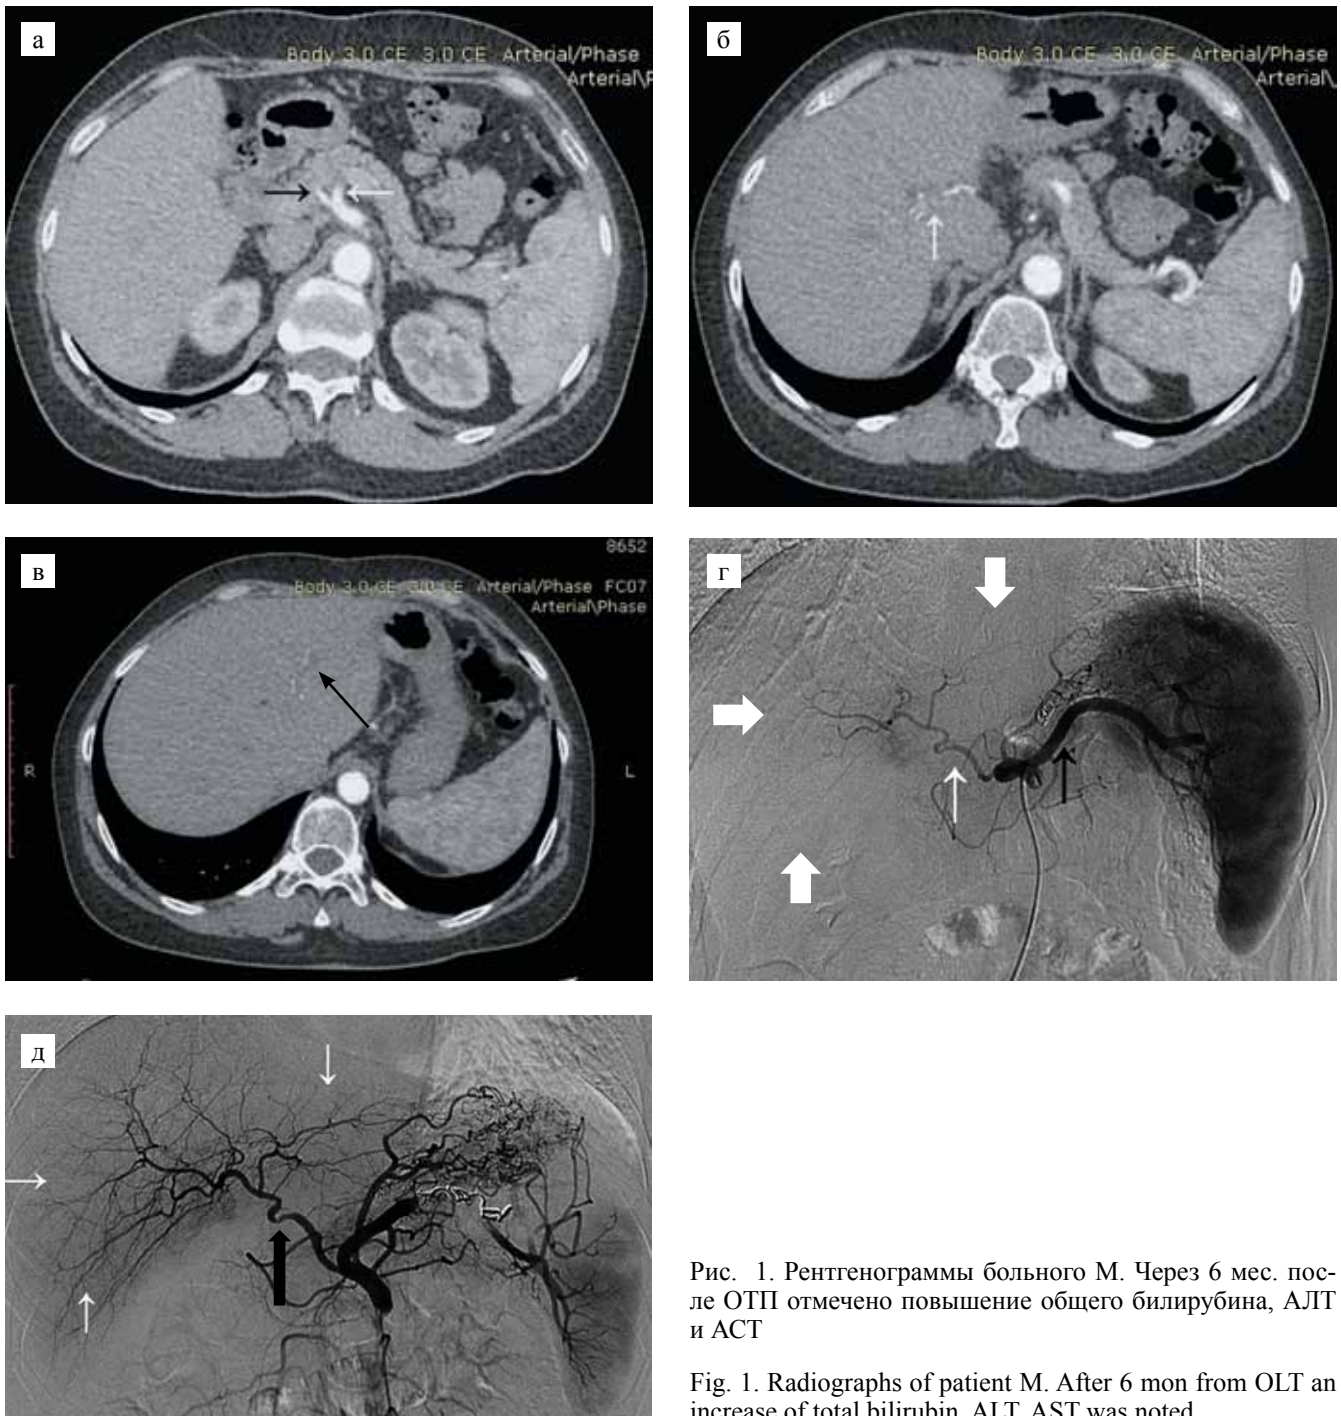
Рентгенограммы больного М. Через 6 мес. после ОТП отмечено повышение общего билирубина, АЛТ и АСТ
